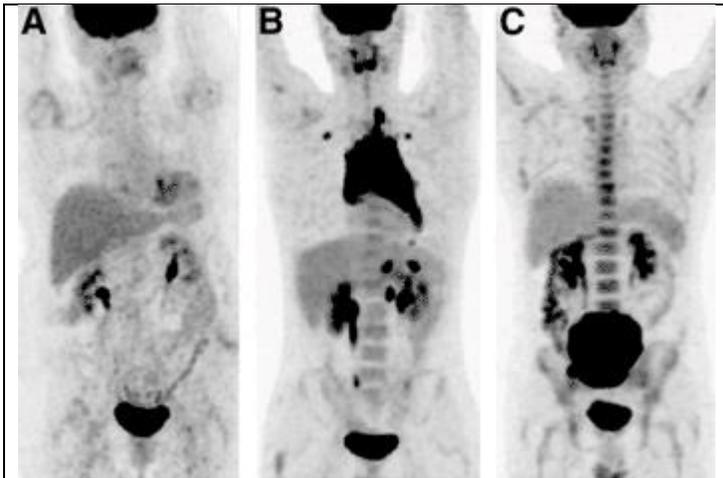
Patrón de captación difuso de la médula ósea en 18F-FDG PET/CT. (A y B) Captación menor que (A) o similar a (B) que en el hígado fue considerada negativa para BMI. (C) Captación más alta que en el hígado fue asociada con anemia o procesos inflamatorios y también considerada negativa para BMI.
